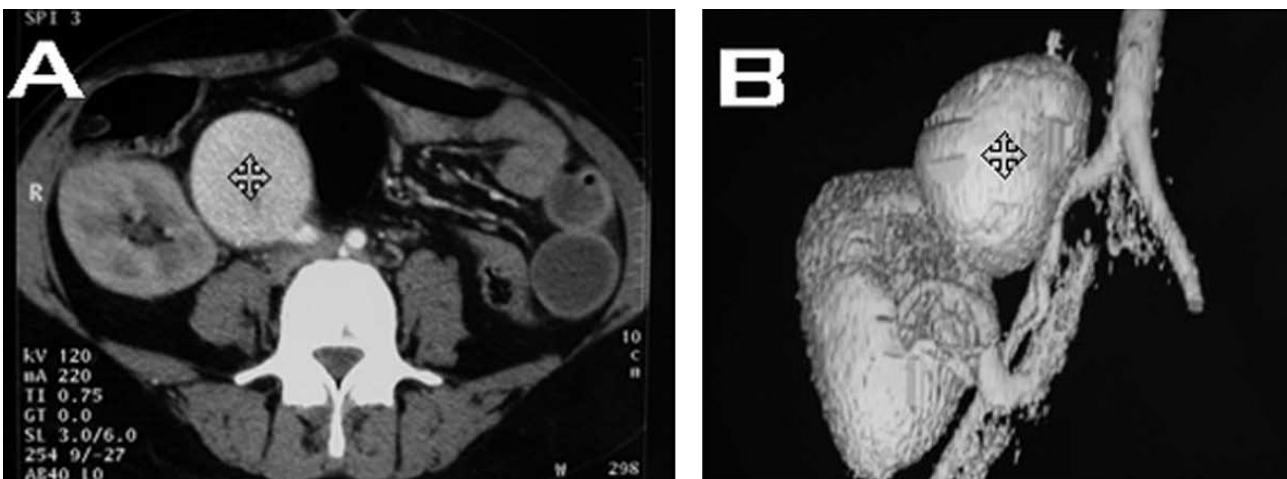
Tomografias Axiais Computorizadas: (A) TAC convencional evidencia uma massa circular perto do enxerto (setas); (B) TAC tridimensional do pseudoaneurisma no local da anastomose arterial do enxerto renal (adaptado de [30]).
